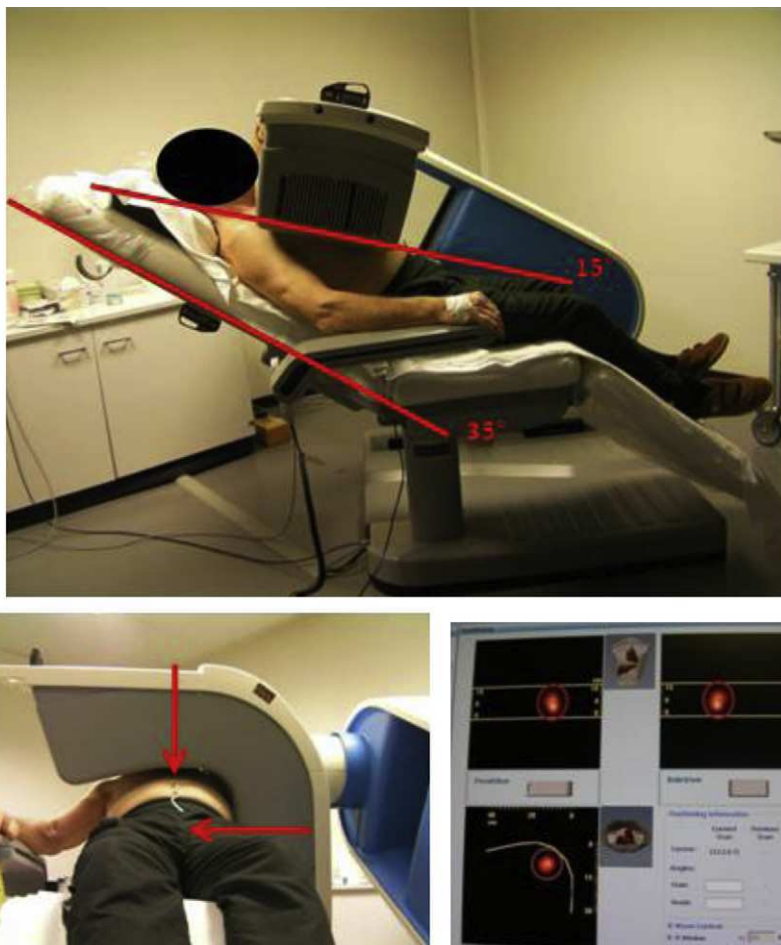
Positionnement du patient pendant une acquisition D-SPECT.
